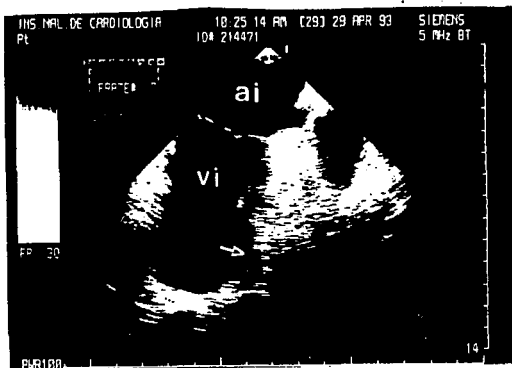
Ecocardiograma transesofágico en el plano longitudinal. Muestra una zona de expansión sistólica en la cara anterior del ventrículo izquierdo (flecha) con irregularidades en el endocardio que sugieren trombosis mural. AI = aurícula izquierda, VI = ventrículo izquierdo.
